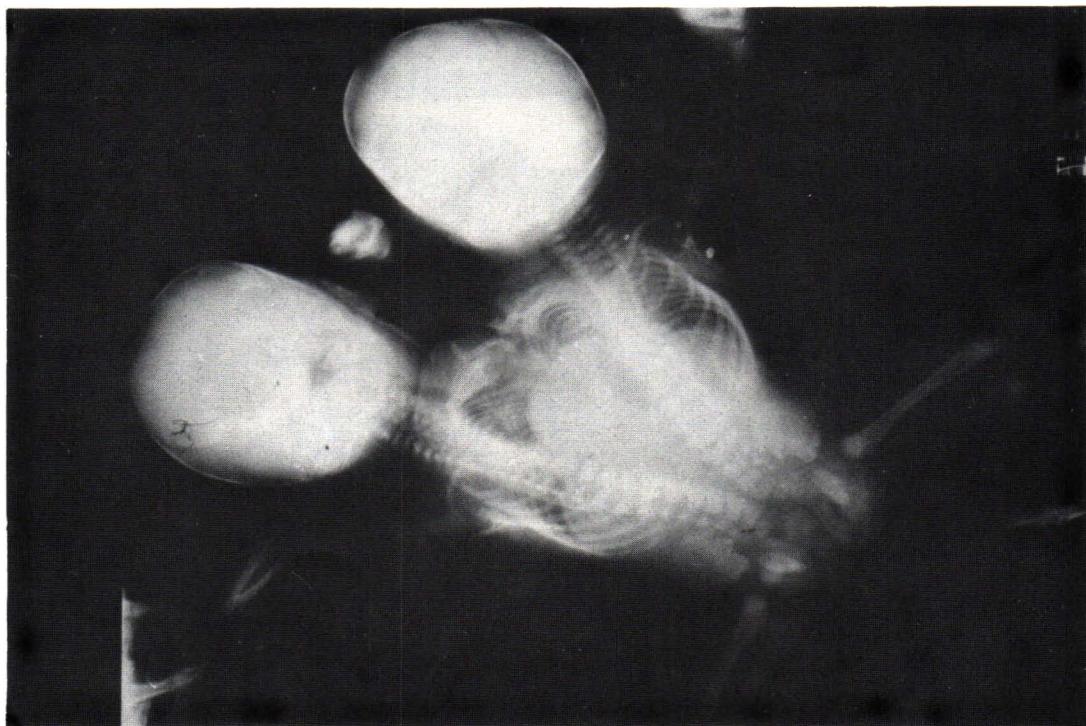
Humanogram X-rays.
